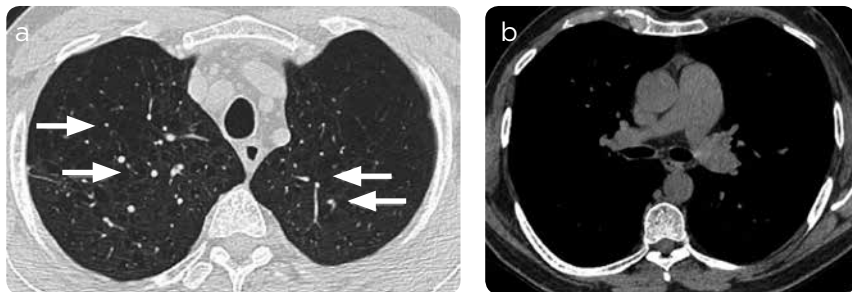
Tomografía de tórax, a) ventana de mediastino a la altura de la arteria pulmonar y b) ventana de pulmón en lóbulos superiores. a) Se aprecian áreas de disminución de la atenuación del parénquima pulmonar que predominan en los lóbulos superiores (flechas) correspondientes a enfisema centrilobulillar. b) Dilatación del tronco de la arteria pulmonar por hipertensión pulmonar secundaria a enfermedad pulmonar (Grupo 3).
